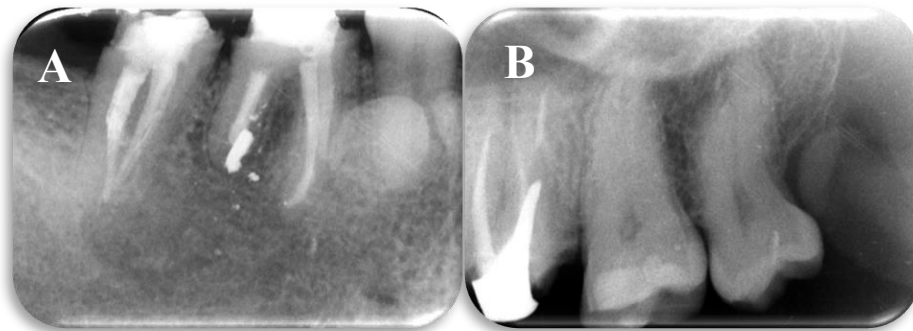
a) y b): Radiografía periapical preoperatoria.
